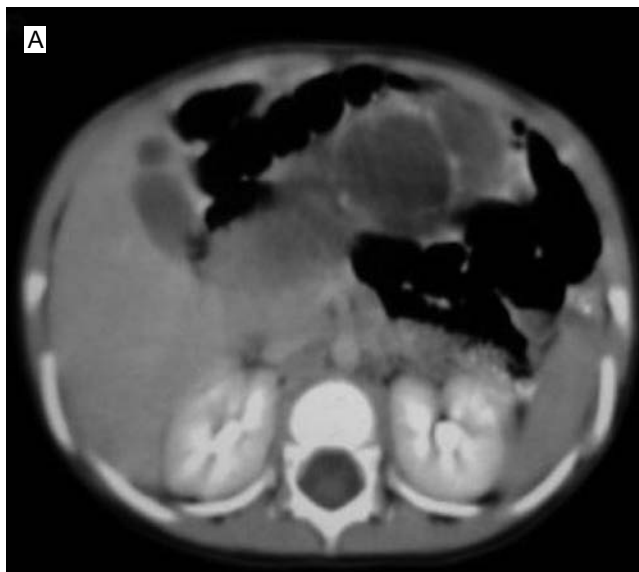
(a) Respiración del paciente donde se identifica, en la tomografía, la imagen de quistes por detrás, debajo y posteriores al estómago. (b) En la imagen inferior se identifica quiste con mayor tamaño desplazando lateralmente al duodeno.
